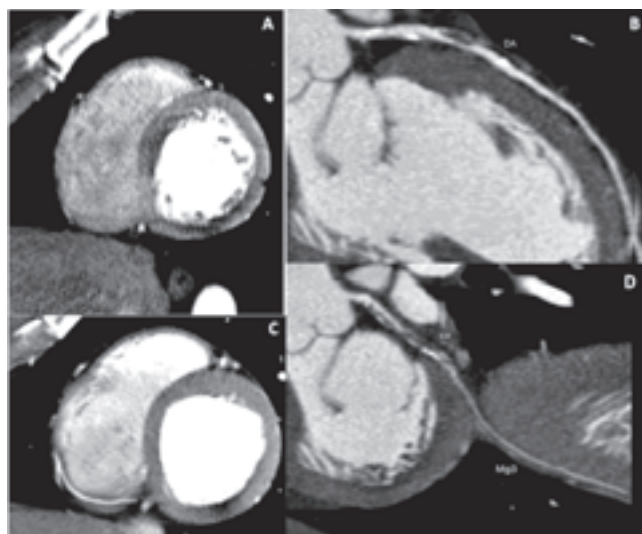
Imagem de paciente com 65 anos de idade, com angina aos esforços, apresentando cintilografia miocárdica com hipoperfusão transitória no segmento ínfero-lateral e submetido a angiotomografia de coronária associada a perfusão miocárdica após estresse com dipiridamol. À esquerda, imagem de tomografia em eixo curto do coração mostrando a perfusão de estresse (A) e em repouso (C), evidenciando hipoperfusão transitória ântero-septal e persistente com componente de melhora significativa ínfero-lateral. À direita, correlação com angiotomografia de coronária, evidenciando estenose significativa em artéria descendente anterior (B) e em artéria circunflexa (D). (Imagens cedidas por Cury et al. – InCor/HC-FMUSP – São Paulo, SP.) CX = artéria circunflexa; DA = artéria descendente anterior.
